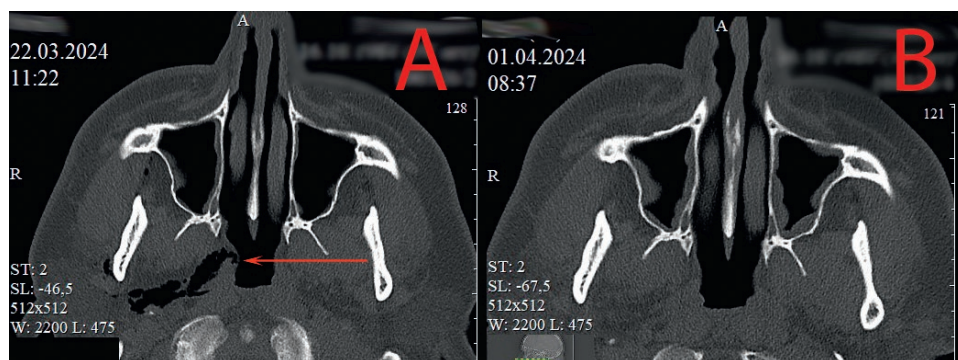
А – МСКТ височных костей при поступлении, аксиальная проекция, стрелкой указана предполагаемая зона разрыва слизистой оболочки боковой стенки глотки; В – МСКТ височных костей через 10 суток, аксиальная проекция, признаков эмфиземы шеи нет
